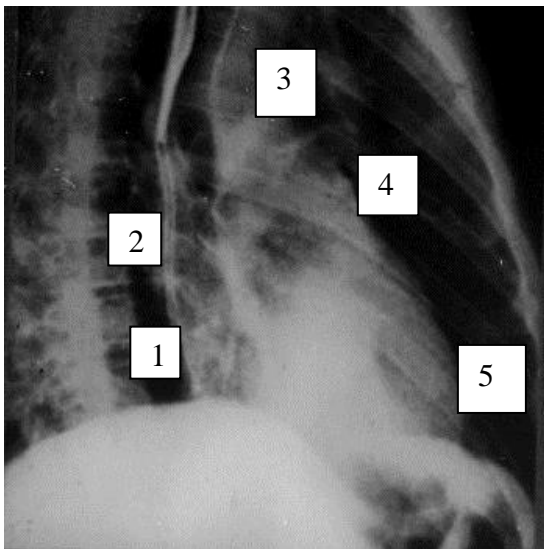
Рентгенограмма сердца в правой (первой косой проекции). Контрастированный пищевод расположен по заднему контуру прямолинейно. 1 – дуга правого предсердия, 2 – дуга левого предсердия, 3 – дуга восходящей аорты, 4 – дуга легочного конуса, 5 – дуга левого желудочка. Норма [20]
